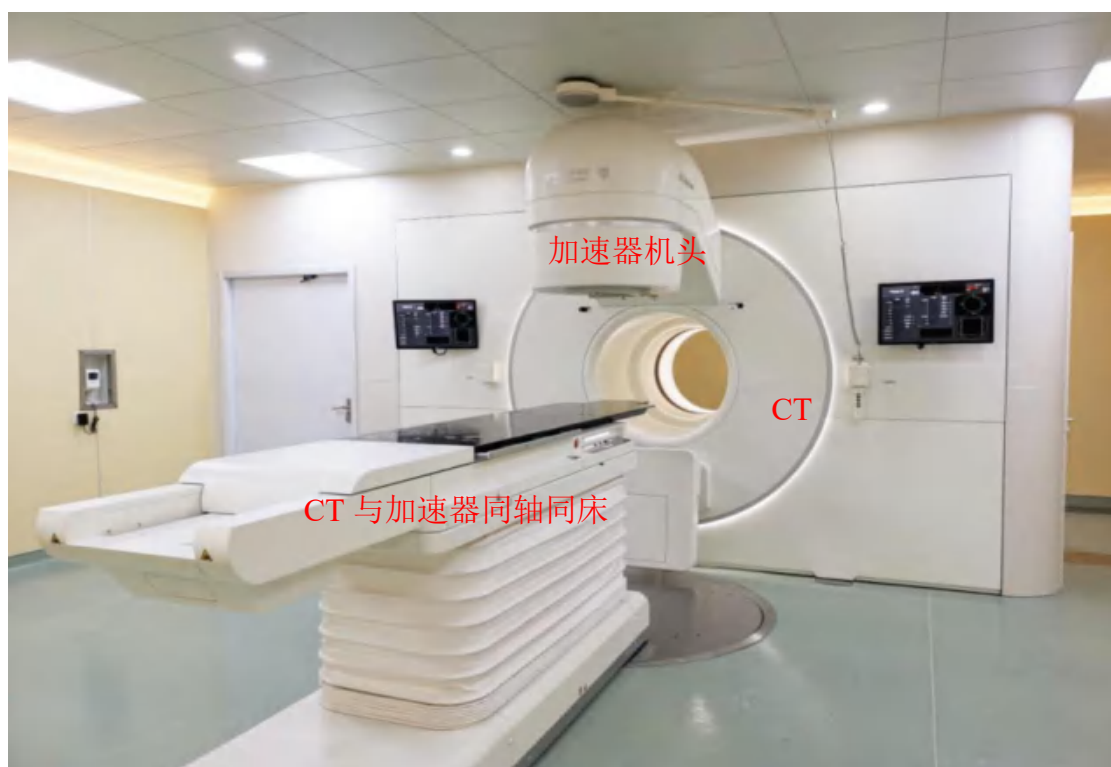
拟购联影一体化CT直线加速器（uRT-linac 506c型）外形图
